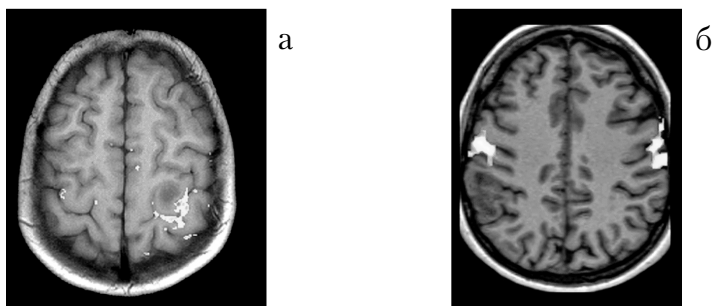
Функциональное изображение IV типа – метаболическое. Магнитно-резонансная томография головного мозга: активация двигательной зоны при движении рукой (а), при движении языка (б)
